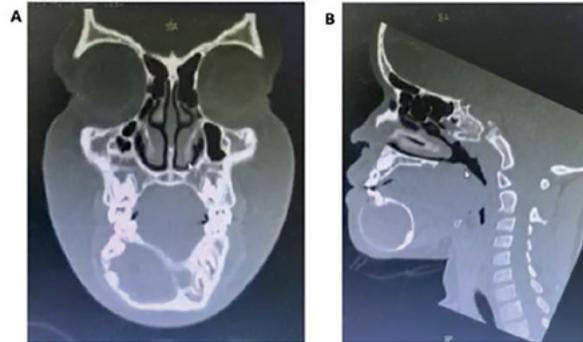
Tomografía computarizada del macizo facial con imagen de lesión en mandíbula. A: corte coronal y B: corte sagital
